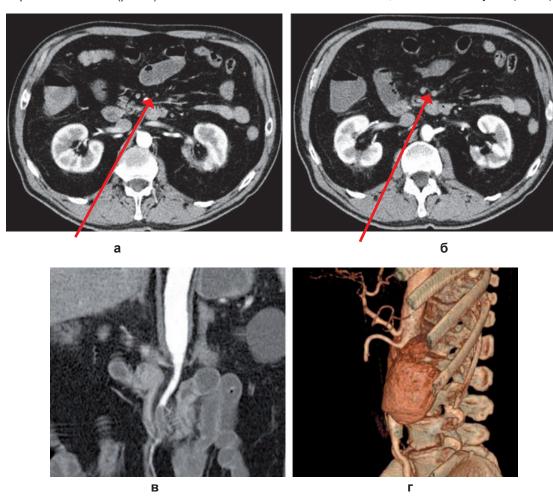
КТ-ангиография брюшной полости пациента Т. 63 лет: а – аксиальный КТ-срез, выполненный на уровне отхождения ВБА, сосуд заполнен контрастным препаратом (стрелка); б – аналогичный срез, выполненный на 10 мм ниже предыдущего уровня, контрастный препарат в ВБА не поступает из-за окклюзии (стрелка); в – фронтальная реконструкция по ходу аорты и ВБА, отчетливо визуализируется отходящая от аорты ВБА, проксимальный отдел её заполнен контрастным препаратом, дистальные отделы не контрастируются; г – 3D-реконструкция полученного изображения, определяется полный «обрыв» ВБА
